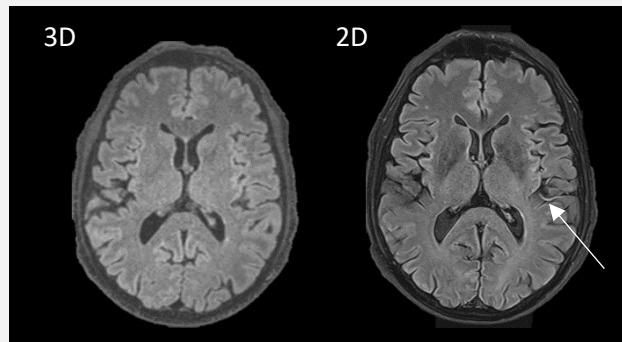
Séquences 3D FLAIR (FHV non visible) et 2D FLAIR (FHV marqué d'une flèche blanche)
